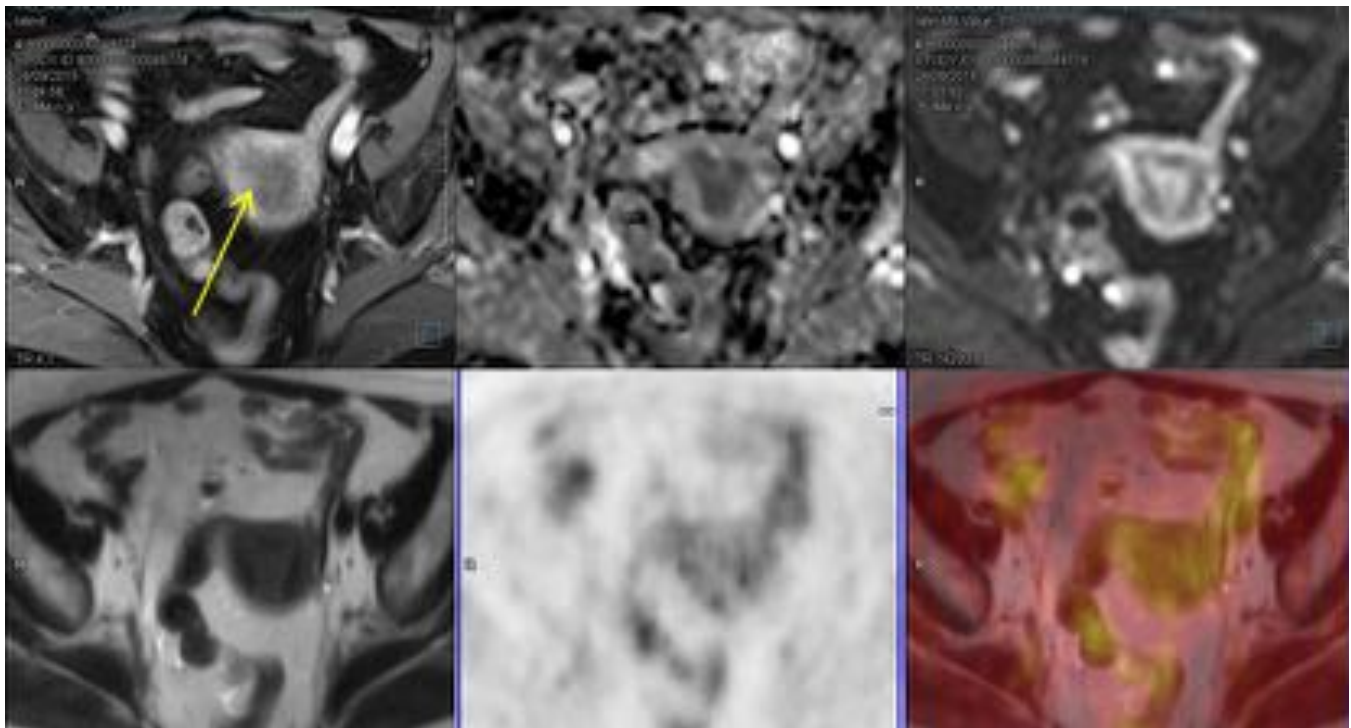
PET-RM para descartar posible recidiva ganglionar de cáncer de tiroides en mujer de 75 años. Como patología concomitante en el estudio de cuerpo completo vemos leve engrosamiento endometrial con restricción de la difusión y captación de FDG con SUV máx. de 2,90, que requiere estudio ginecológico. Arriba: T1 FS postcontraste iv., mapa ADC y difusión con b=1000. Abajo: HASTE T2, PET y fusión de ambos.
